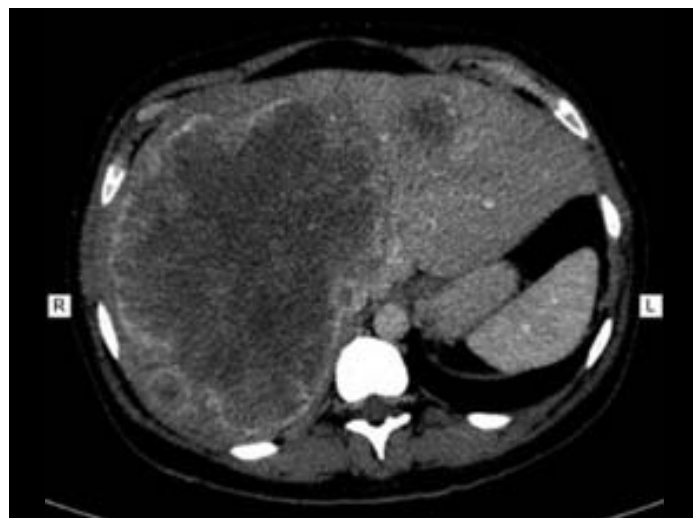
КТ-картина метастатических поражений печени.
